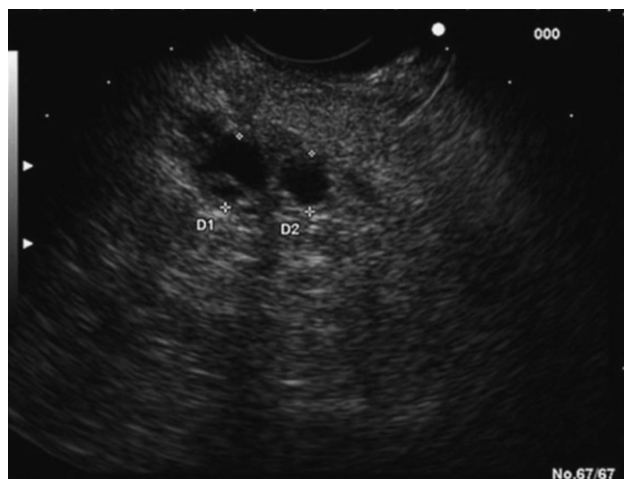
Imagen por ultrasonografía endoscópica, que muestra una afectación del conducto pancreático principal, con apariencia irregular, y la presencia de nódulos murales.
